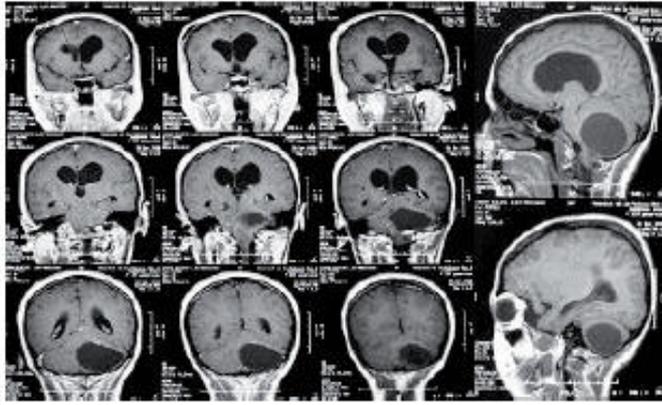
RMN. T1 cortes coronales y sagitales, donde se presenta imagen tumoral quística, y visualización de nódulo mural
